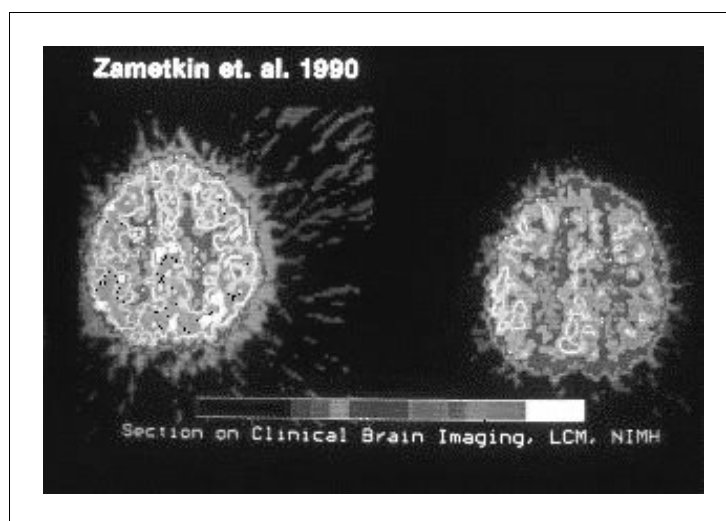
PET Links: Gehirnaktivität einer Person ohne AD(H)S. Rechts: Aktivität einer Person mit AD(H)S.
